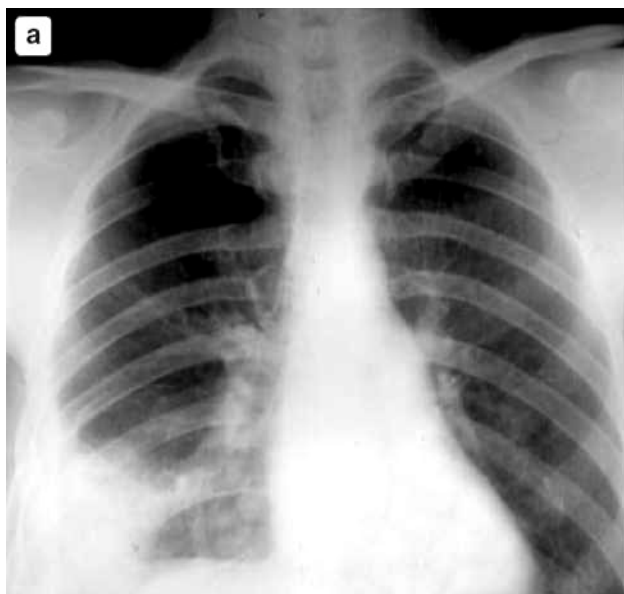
Больной М., 39 лет. Шаровидная абсцедирующая пневмония: а) в нижней доле правого легкого определяется интенсивное понижение пневматизации округлой формы с не совсем четкими контурами, связанное широкой дорожкой с корнем, широко соприкасающееся с диафрагмой и грудной стенкой. Структура образования однородная; б) тот же больной. Томограмма. Образование более четко отграничено от окружающей легочной ткани; в) снимок после трансторакальной пункции. В описываемом образовании определяются мелкие щелевидные полости, сообщающиеся между собой; г) 10 сут после пункции. Заметное обратное развитие воспалительного инфильтрата
